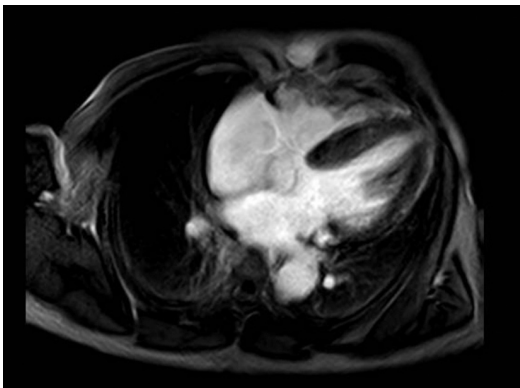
Resonancia Magnética cardíaca. Secuencia de realce tardío 4 cámaras.
